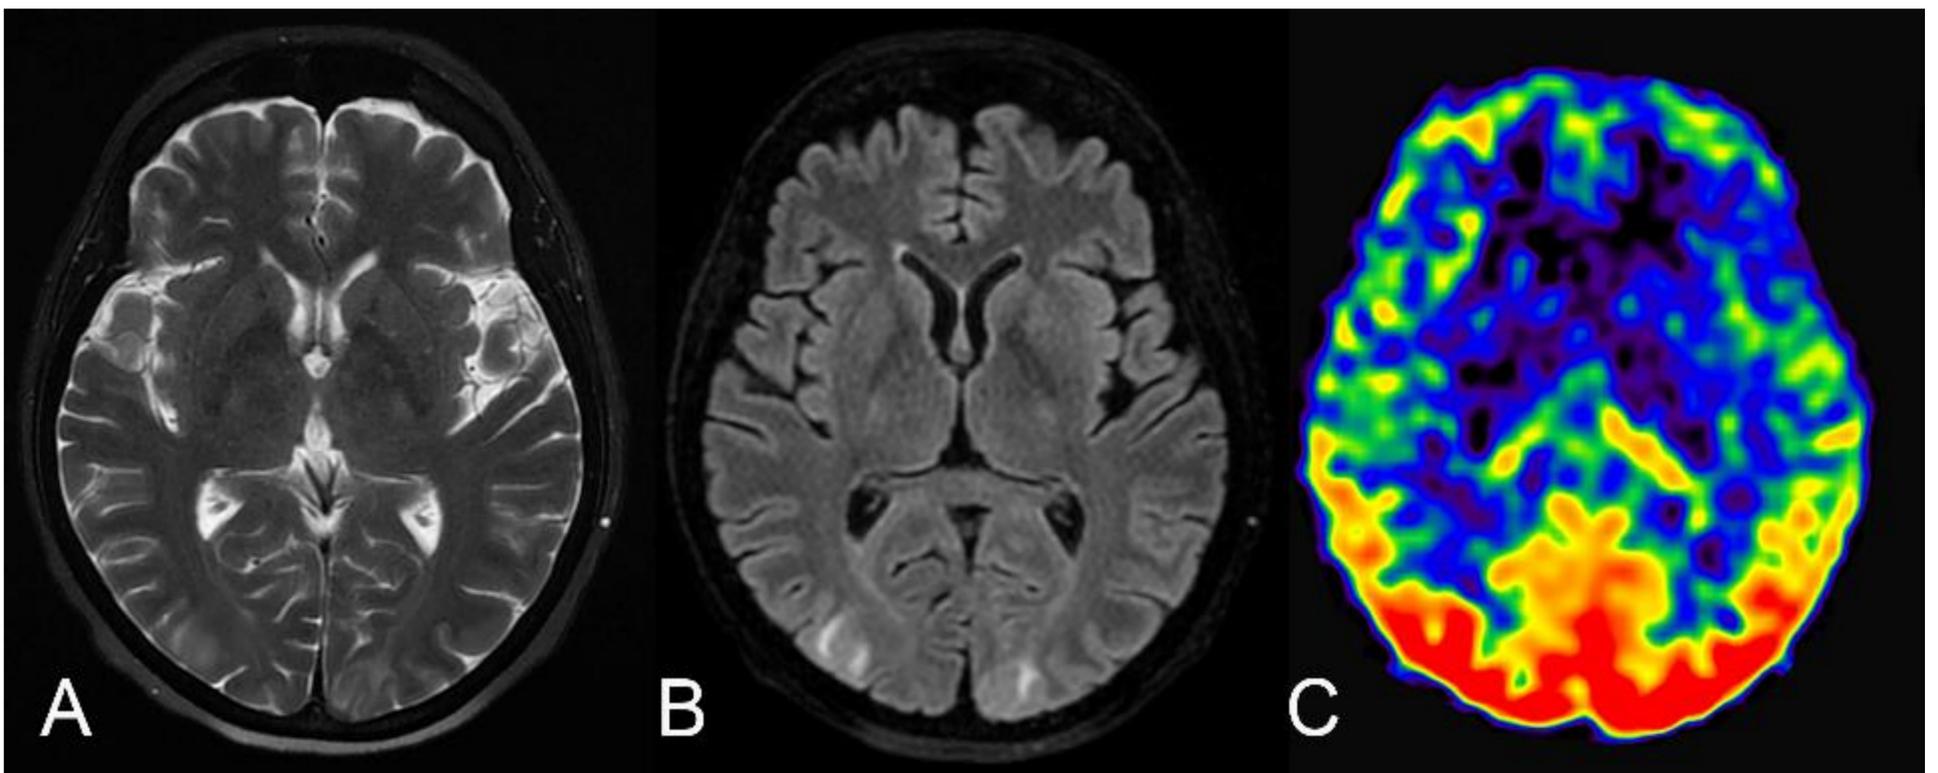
Mujer de 61 años en la tercera semana posterior a un trasplante bipulmonar. Durante el ingreso presenta datos analíticos de microangiopatía trombótica, secundaria a tratamiento con tacrolimus, así como disminución de la agudeza visual. Dada la sospecha de PRES se solicita la realización de RM. A y B) Tanto las imágenes en T2 como FLAIR muestran hipersignal en sustancia blanca subcortical en ambos lóbulos occipitales correspondiente con edema vasogénico. C) En el mapa de ASL se observa un claro aumento del flujo de distribución bioccipital en el contexto de PRES.
